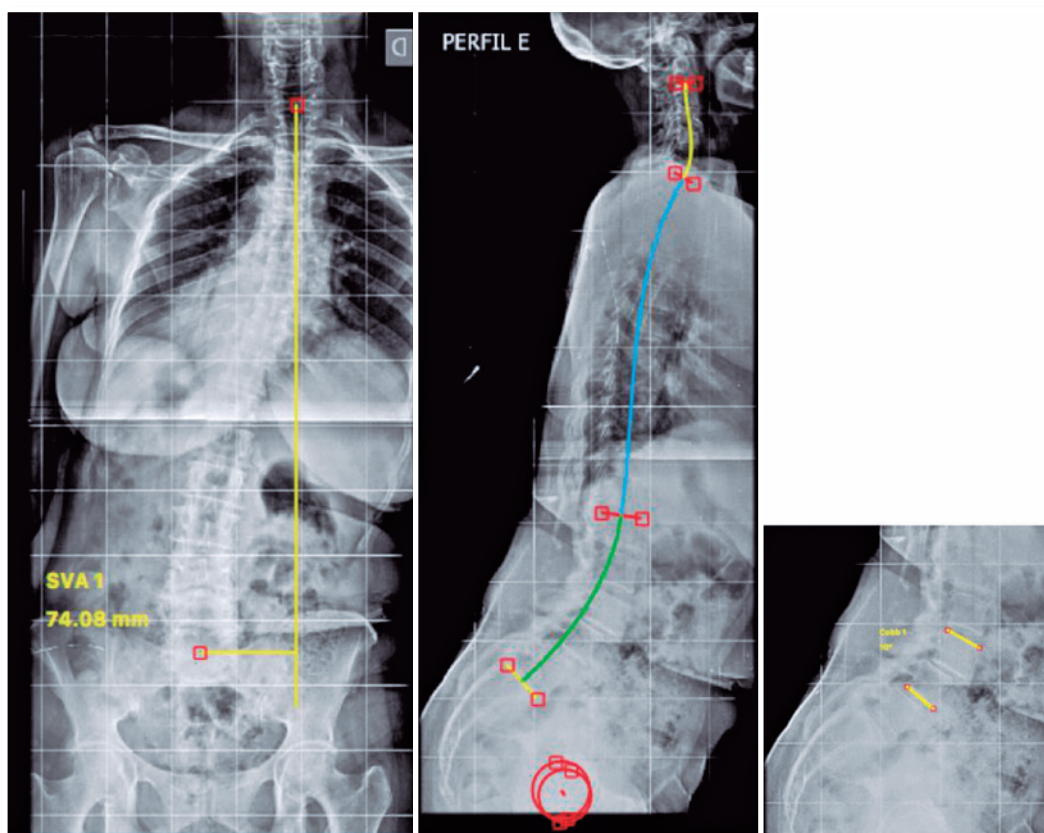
Radiografia total da coluna frente e perfil pré-operatórias
